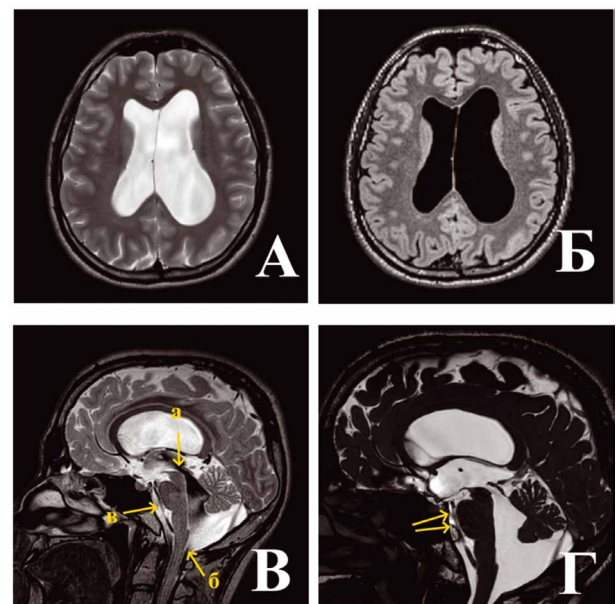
МРТ головного мозга пациента А. перед операцией. А – Б — аксиальные срезы в режимах T2 и FLAIR соответственно: расширены боковые желудочки без признаков перивентрикулярного отека, САП-К пролеживаются равномерно. В — сагиттальный срез в режиме T2: контуры III желудочка сглажены, САП-ЗЧЯ выражены четко, не расширены, в просвете водопровода мозга (а) и на выходе из IV желудочка (б) определяется артефакт от пульсации ликвора, вдоль вентральной поверхности ствола мозга артефакта от пульсации ликвора нет (в), размеры большой затылочной цистерны увеличены. Г — сагиттальная томограмма в режиме FIESTA (CISS): ПММ имеет вентральную дислокацию, между мостом и скатом определяются дополнительные мембраны (указаны стрелками).
